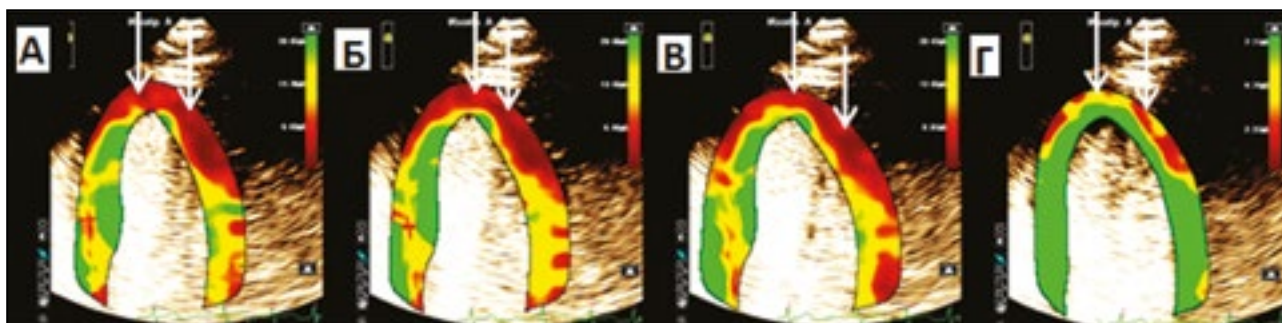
Количественная оценка перфузии миокарда ЛЖ во время проведения МКЭ (в децибелах): А – зона красного цвета (указано стрелками) – низкий уровень интенсивности накопления эхо-контраста (в децибелах) в зоне интереса при оценке перфузии при оценке перфузии после flash; Б – зона красного цвета (указано стрелками) – низкий уровень интенсивности накопления эхо-контраста (в децибелах) в зоне интереса при оценке перфузии на 2 сек. после flash; В – зона красного цвета (указано стрелками) – низкий уровень интенсивности накопления эхо-контраста (в децибелах) в зоне интереса при оценке перфузии на 5 сек. после flash; Г – зона зеленого цвета (указано стрелками) – высокий уровень интенсивности накопления эхо-контраста (в децибелах) в зоне интереса при оценке перфузии на 12 сек. (отсроченное поступление эхо-контраста в зоне интереса)
